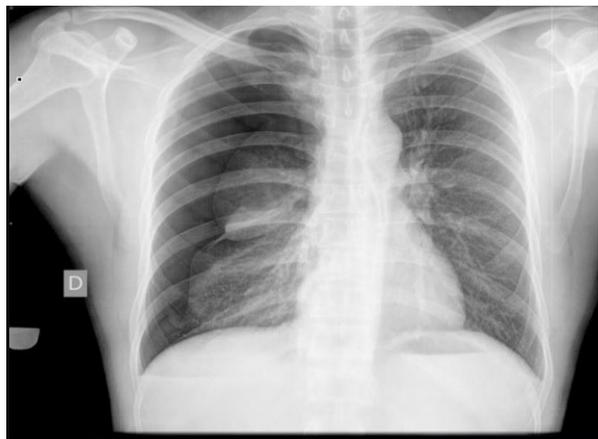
Radiografía de tórax con presencia de neumotórax del pulmón derecho.³⁴
